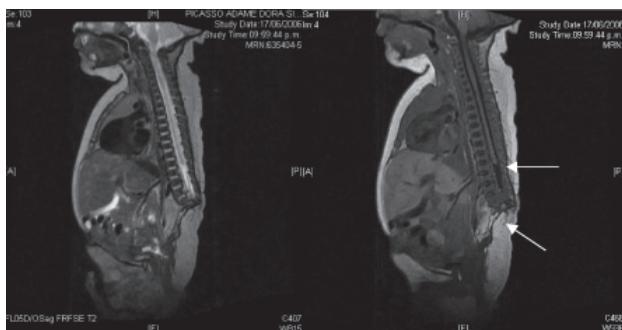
Resonancia magnética nuclear en fase T2 y T1 donde se observa la terminación de la columna vertebral, en la primera vértebra lumbar, y de la médula espinal en la T10 (flecha superior); lipoma de tejidos blandos en la región lumbar (flecha inferior).
